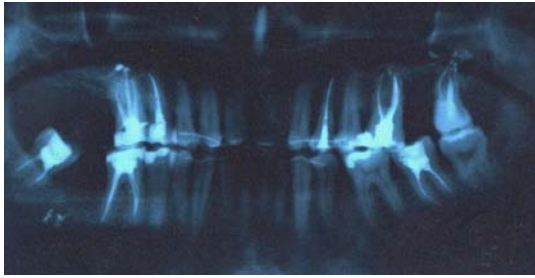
Ортопантомограмма пациента Н. до лечения
